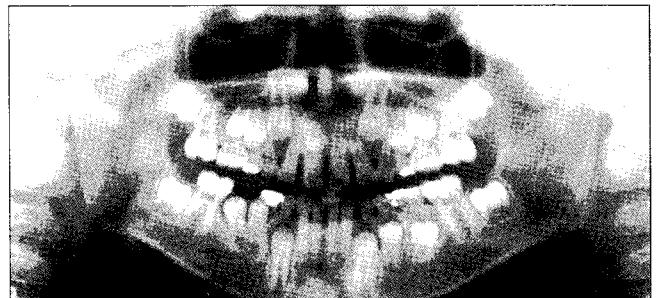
Panoramic X-ray view before treatment (Case 2).
